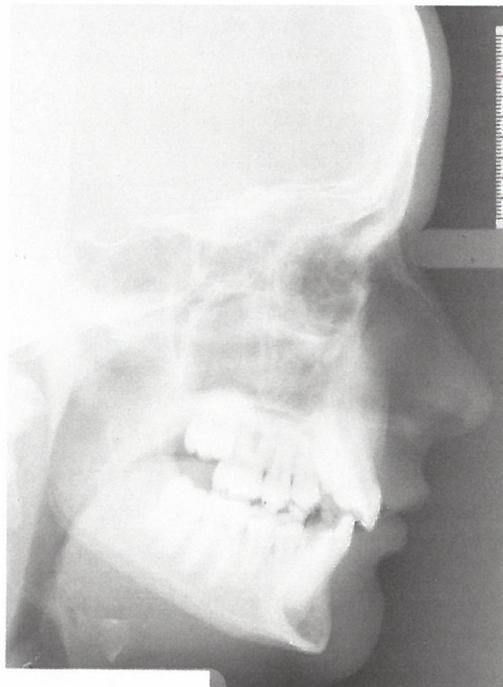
Fernröntgenseitenbild des Patienten am Tage seiner ersten klinischen Vorstellung; eine skelettale Angle-Klasse II-Anomalie ist diagnostizierbar (ANB-Winkel = $4,5^\circ$; „Wits“ appraisal = $+3,5$ mm; IOK - NL = $74,5^\circ$).
